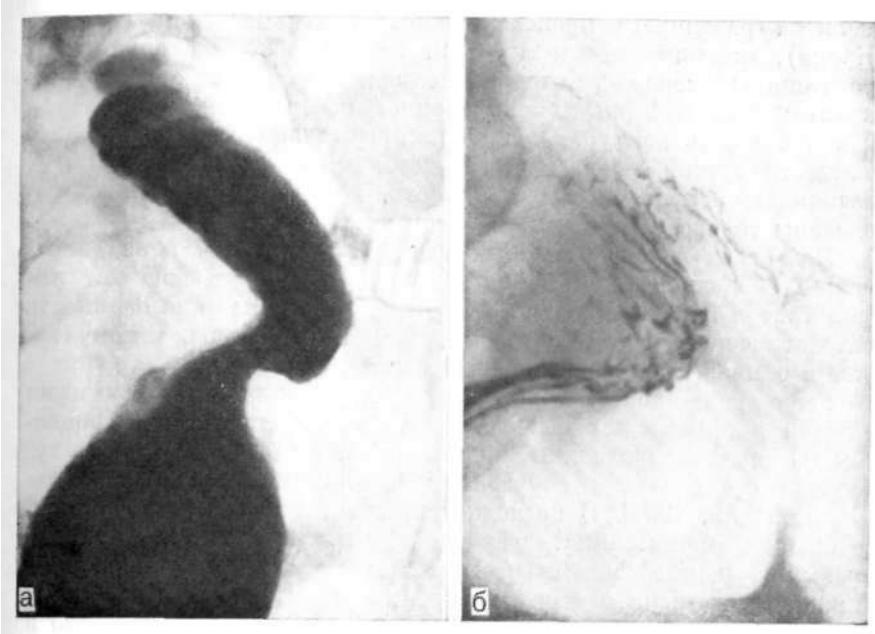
Прицельные рентгенограммы сигмовидной кишки, а — сужение просвета кишки с ровными контурами; б — слизистая оболочка не изменена (воспалительный инфильтрат в малом тазе).
